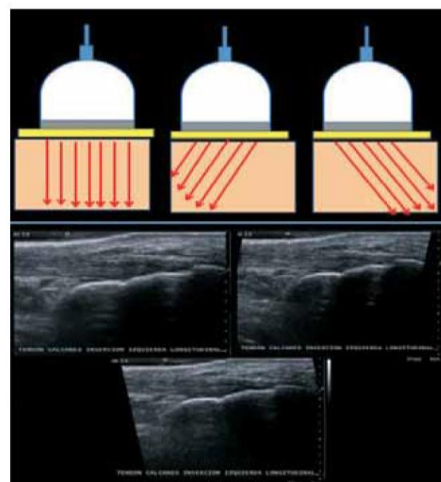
Emisión de ultrasonido modo B [13]
